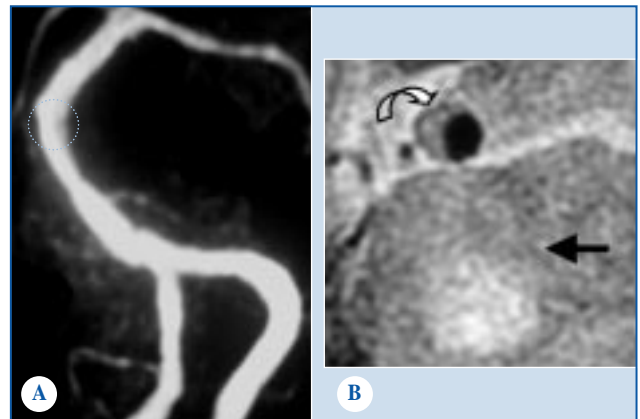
A : reconstruction 3D en mode MIP (maximum intensity projection) montrant un tronc basilaire sinueux mais non sténosé. B : l'IRM-HR en pondération T2 spin-echo objective cependant une image de plaque en "croissant" sur le versant latéral du tronc basilaire, à hauteur d'un infarctus pontique paramédian (flèche droite).
